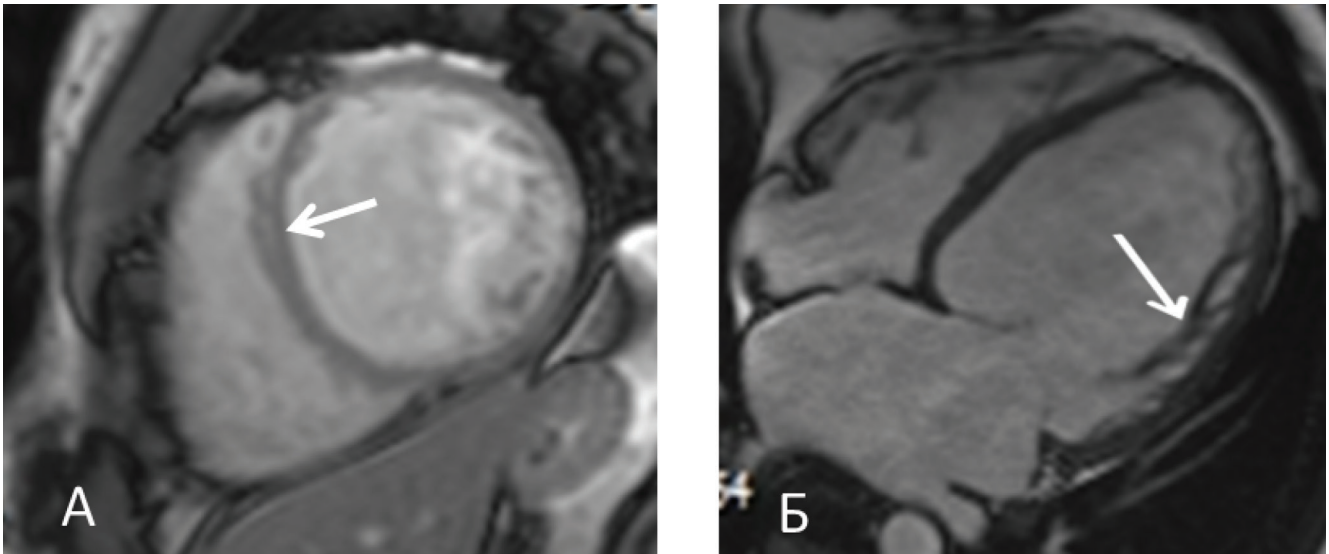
(А, Б). МРТ сердца в двух проекциях у пробанда А. с признаками фиброза миокарда: А) зона фиброза в области МЖП (проекция по короткой оси); Б) зона гипертрабекулярности свободной стенки ЛЖ (проекция по длинной оси сердца).
